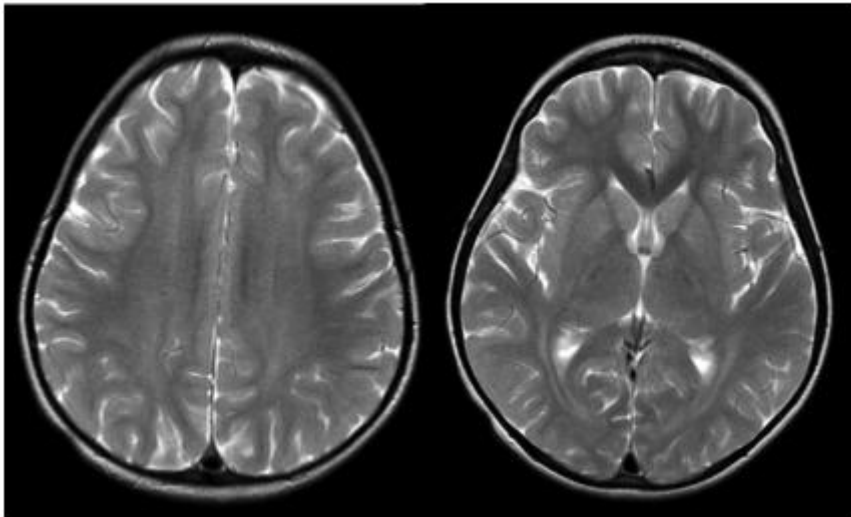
T2-взвешенные МРТ-снимки нашего нулевого пациента в возрасте 10.6 лет. На МРТ-снимках видно усиление интенсивности T2-взвешенного сигнала в белом веществе, носящее диффузный характер в полуовальном центре и в периатриумном белом веществе, при этом короткие ассоциативные волокна и зрительные лучистости не затронуты. Также наблюдается небольшое усиление T2-взвешенного сигнала в передних областях хвостатых ядер и в скорлупе.
